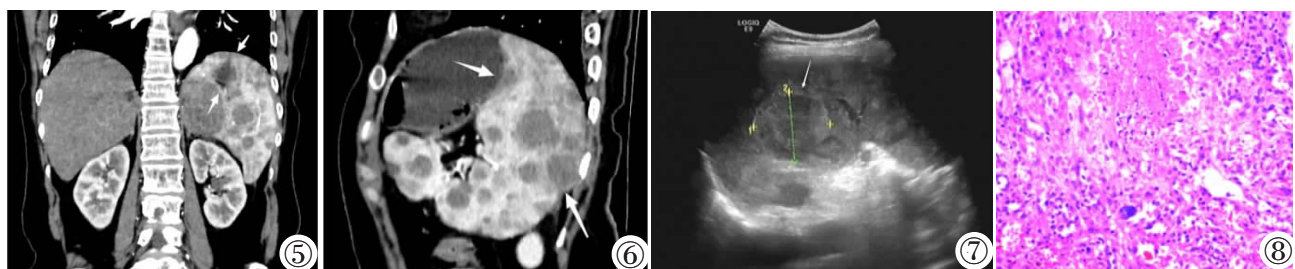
6 CT 增强动脉期冠状位及矢状位: 肿瘤与周围组织边界清晰 (箭头)。图 7 超声检查示脾脏内可探及多个高及低回声, 内回声不均, 未探及明显血流信号, 较大者大小约 4.5 cm×4.1 cm (箭头及测量标识)。图 8 镜下 (HE) 瘤细胞见多灶性坏死, 乳头状突起结构的窦岸细胞中部分细胞核呈显著非典型性改变, 细胞核体积明显增大、深染。
